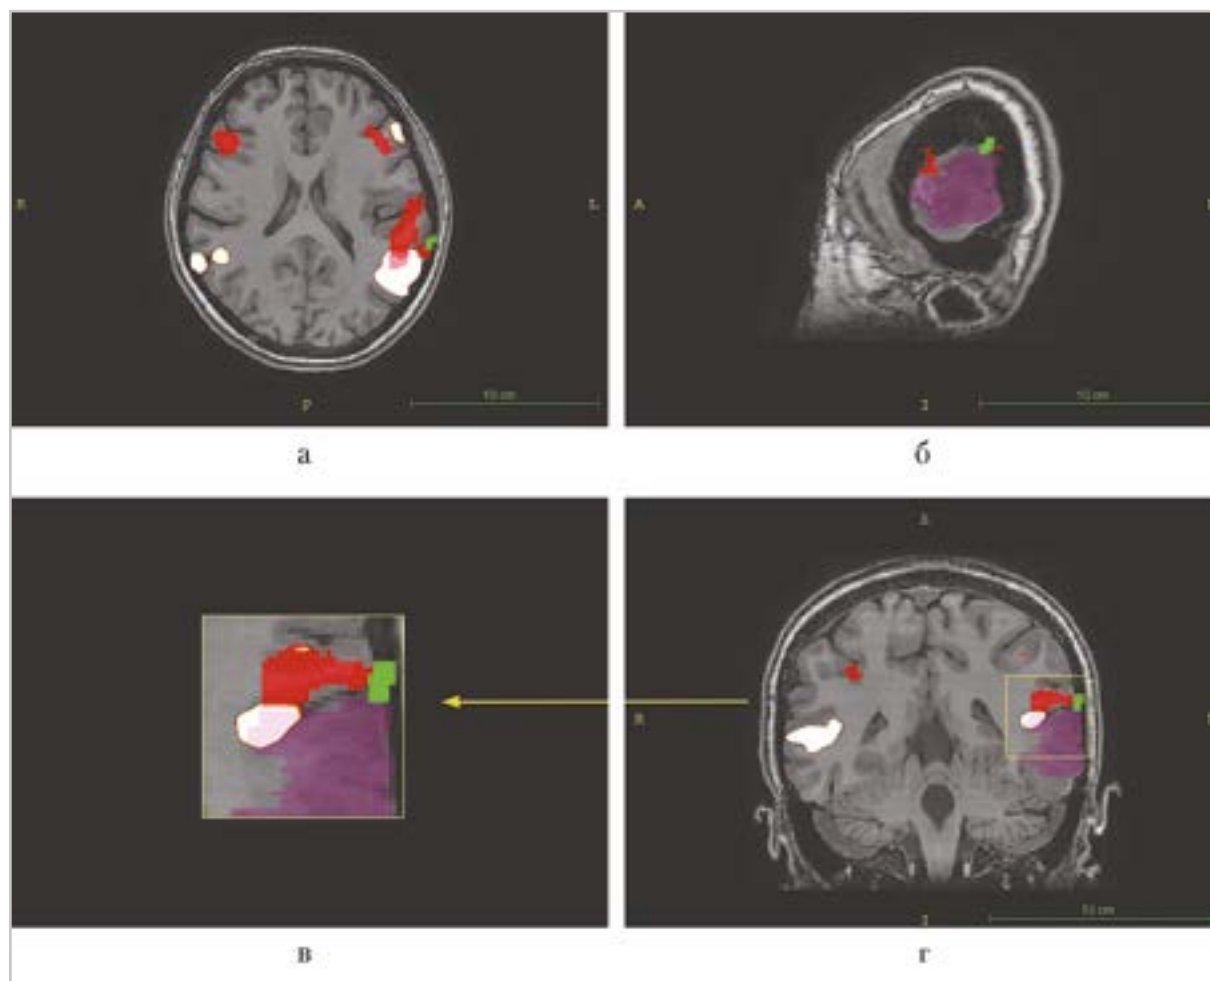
МР-томограммы пациентки 2. Анапластическая олигодендроглиома (WHO Grade III) левой височной области. МРТ в аксиальной (а), сагиттальной (б) и фронтальной (г) проекциях. Совмещение активации стимулзависимой фМРТ (фМРТс), фМРТ в состоянии покоя (фМРТп) и интраоперационных ответов. Увеличенный фрагмент области интереса (в). Красным обозначается активация фМРТс, белым — фМРТп, зеленым — «положительные» точки интраоперационного картирования
